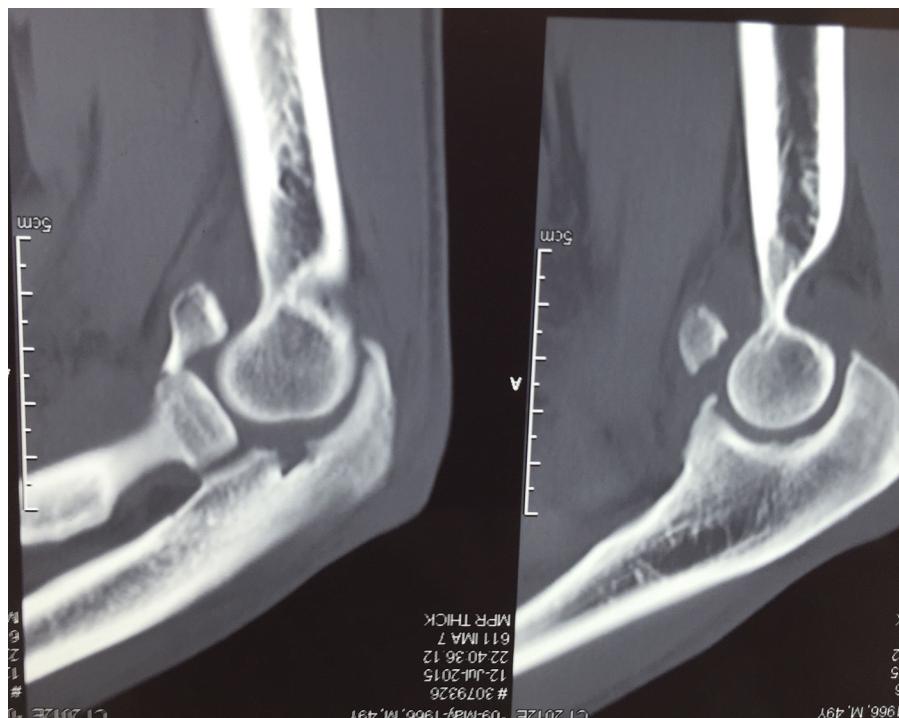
Tomografia computadorizada corte sagital na qual visualizamos a fratura da cabeça do rádio e o desvio anterior do fragmento.
